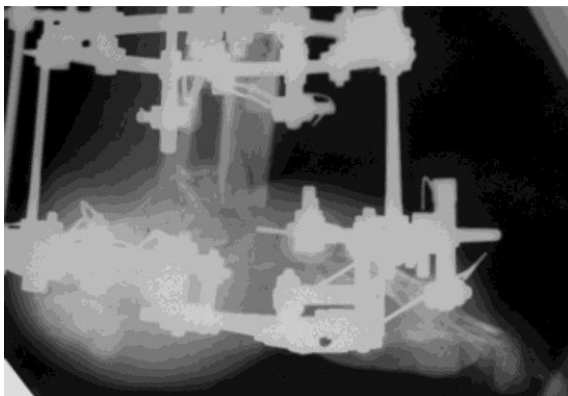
Рентгенограмма левой стопы больного К. в ходе замещения дефекта пяточной кости после предварительного артродеза таранно-ладьевидного и голеностопного суставов
